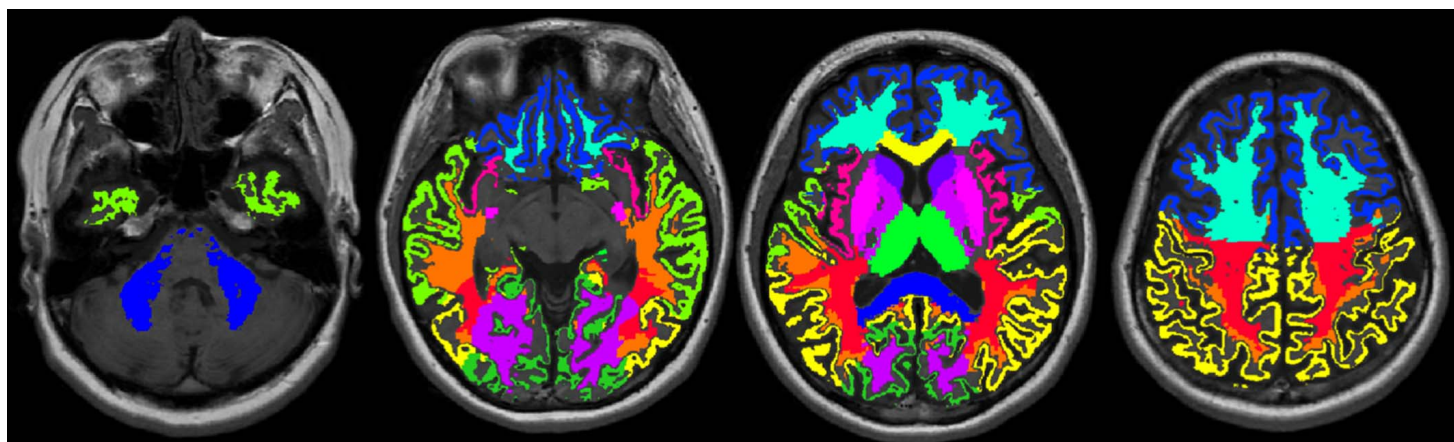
Example of volume of interest measurement. Volumes of interest are overlaid on T1-weighted images.
